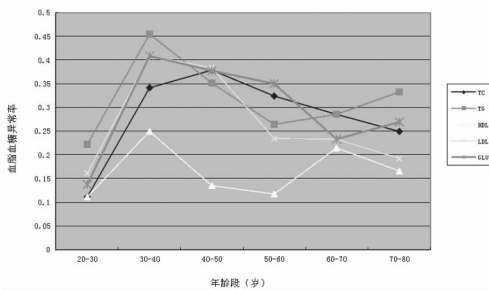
各年龄段 TC、TG、HDL、LDL 和 GLU 水平的异常率
